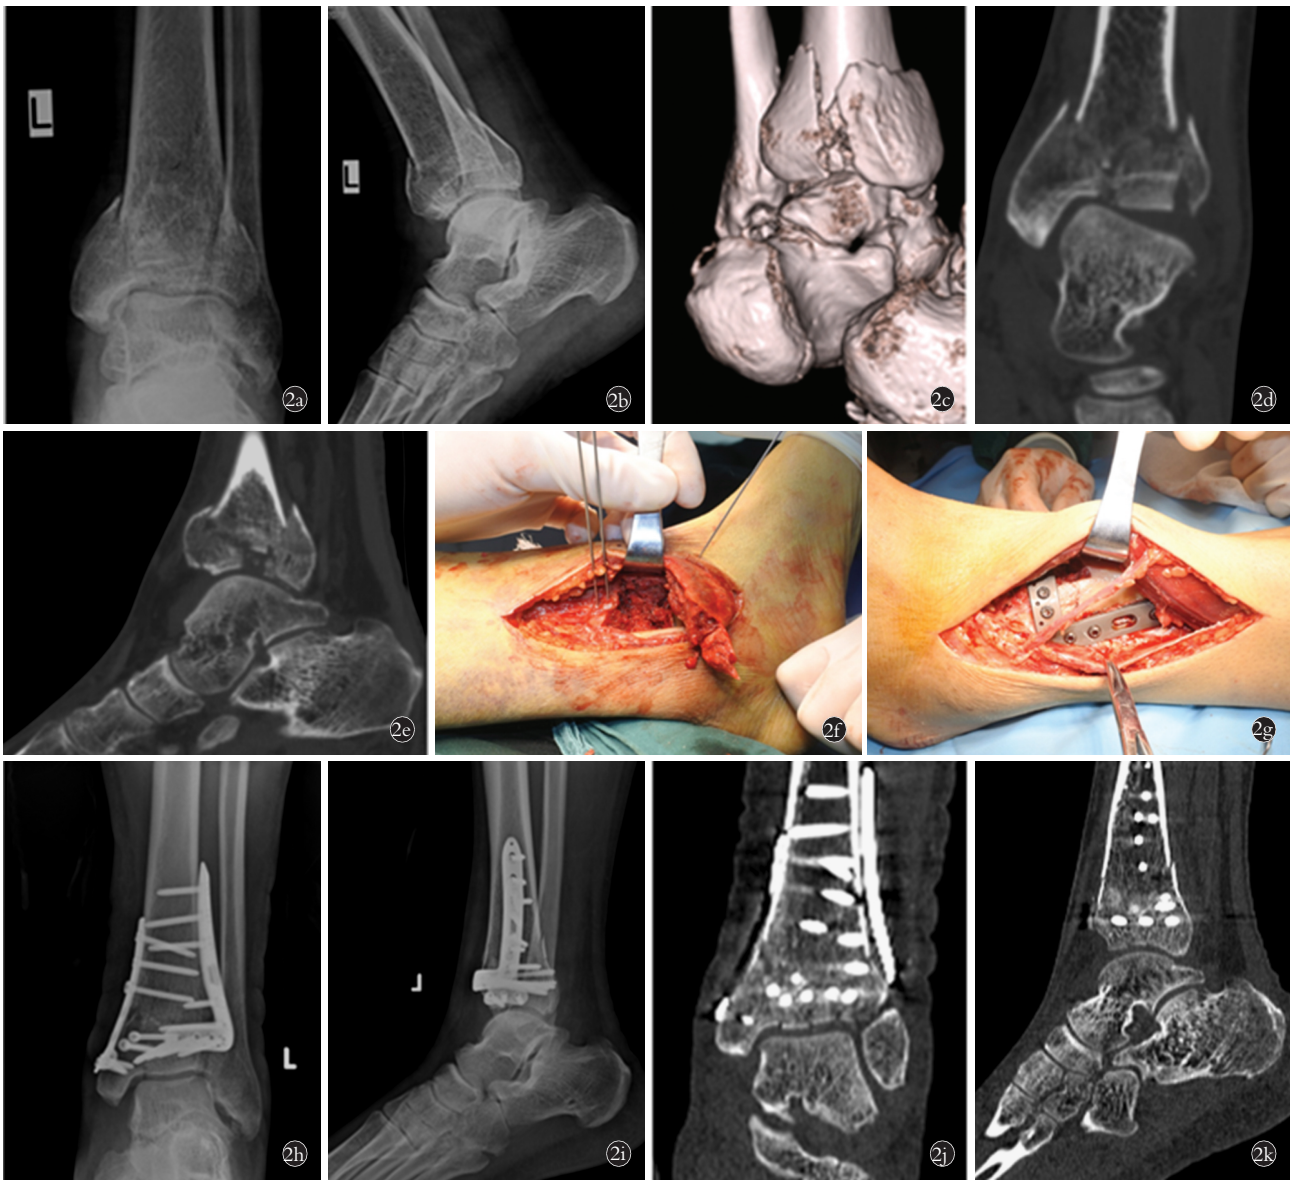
患者,男,56 岁,高处坠落伤 2a,2b. 术前正侧位 X 线片示内侧柱压缩性 Pilon 骨折 2c,2d,2e. 三维 CT 示胫骨远端后侧关节面塌陷,以后内侧为主 2f. 术中改良后内侧入路,显露内侧及后内侧骨折块 2g. 术中联合外侧切口显露胫骨远端外侧骨折并进行复位固定 2h,2i. 术后复查 X 线片显露复位后关节面平整,力线良好 2j,2k. 术后 CT 冠状位及矢状位显示关节面解剖复位
